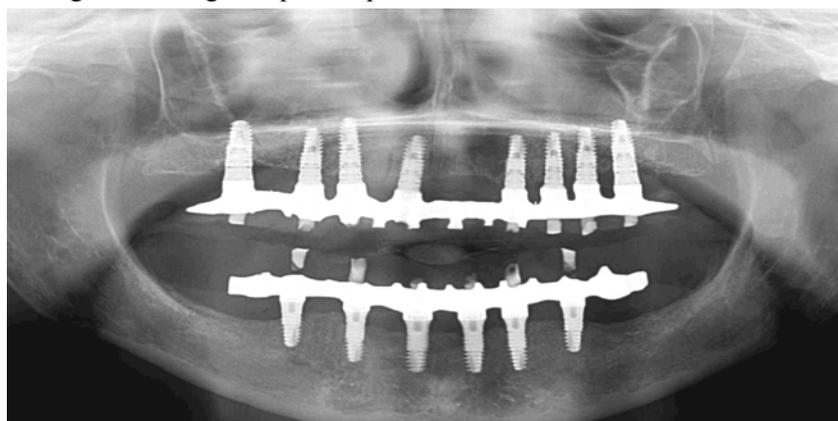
Radiographie panoramique réalisée en 2017
